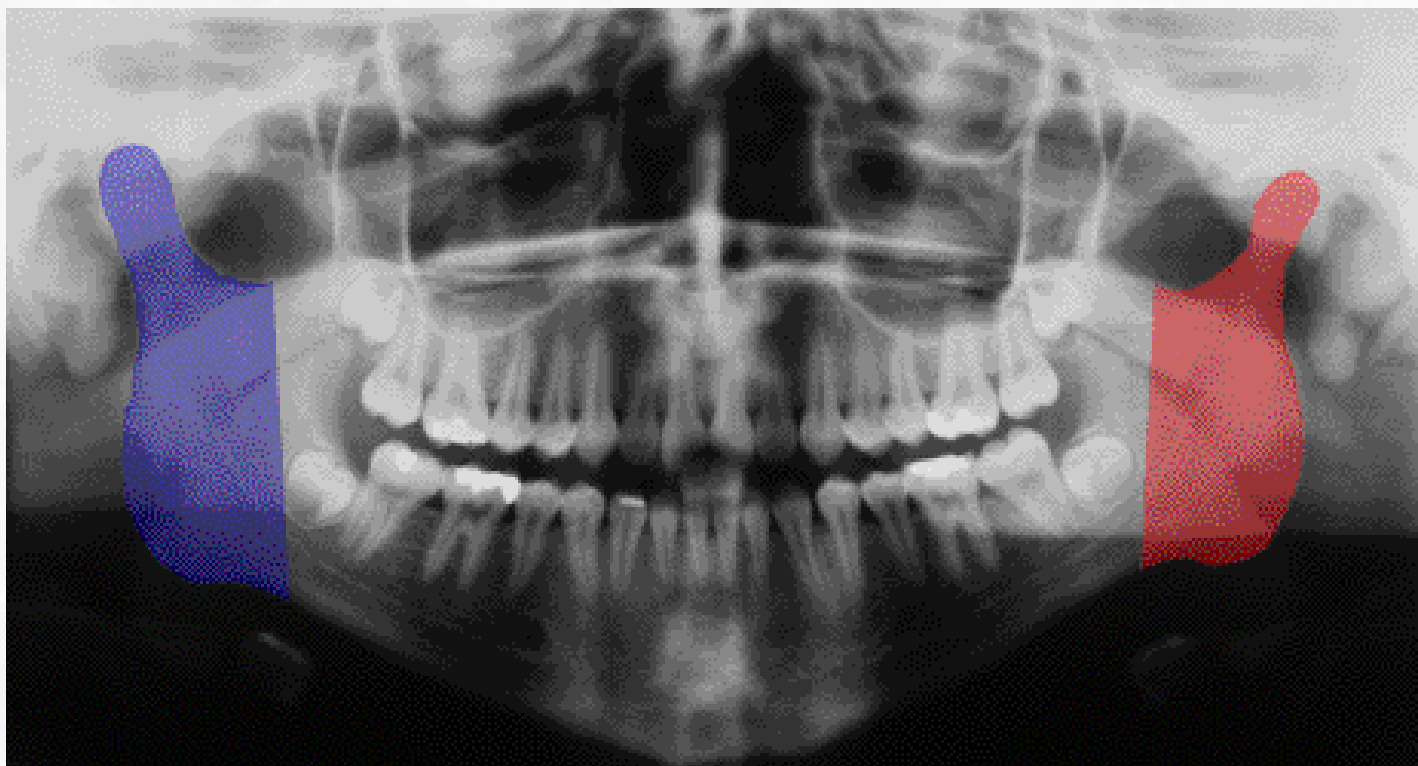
Radiografias panorâmica normal e pintada.
